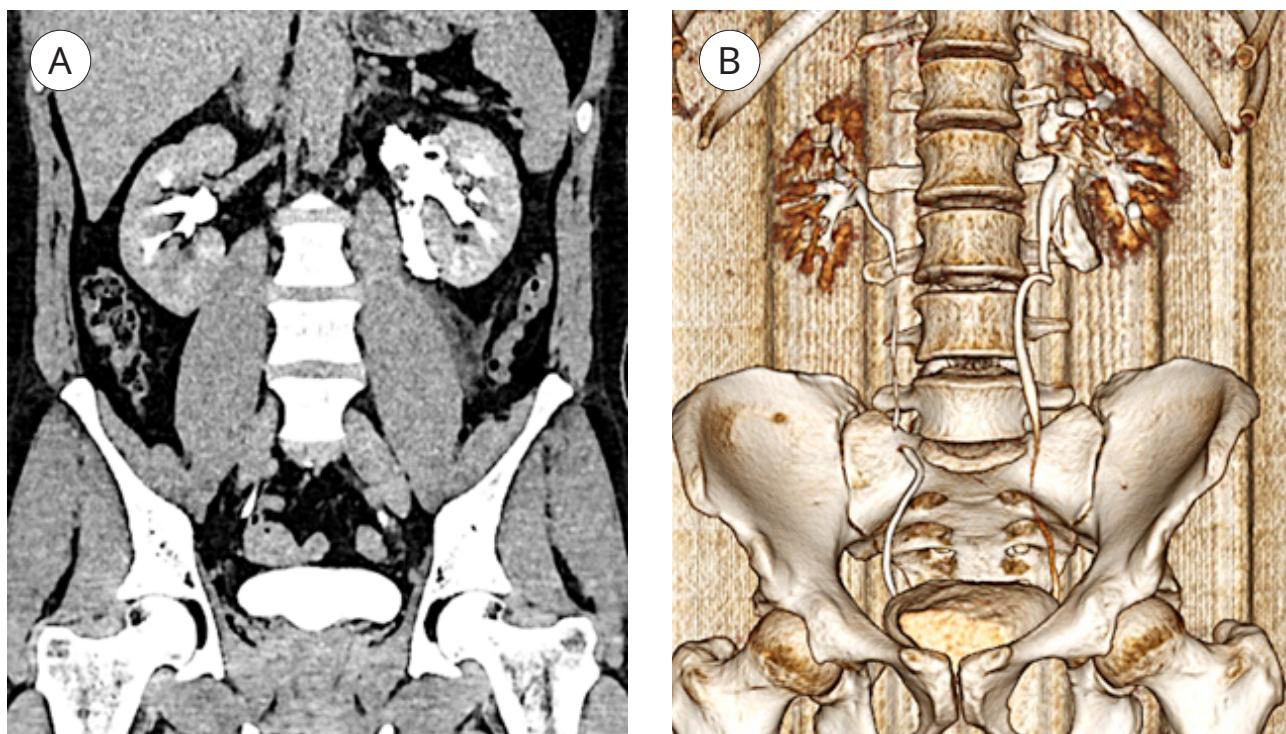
СКТ-урограммы с контрастным усилением: А — экскреторная фаза; В — реконструкция. Исходно — закрытая травма левой почки AAST IV с затёком контрастного вещества из разрыва ЧЛС
